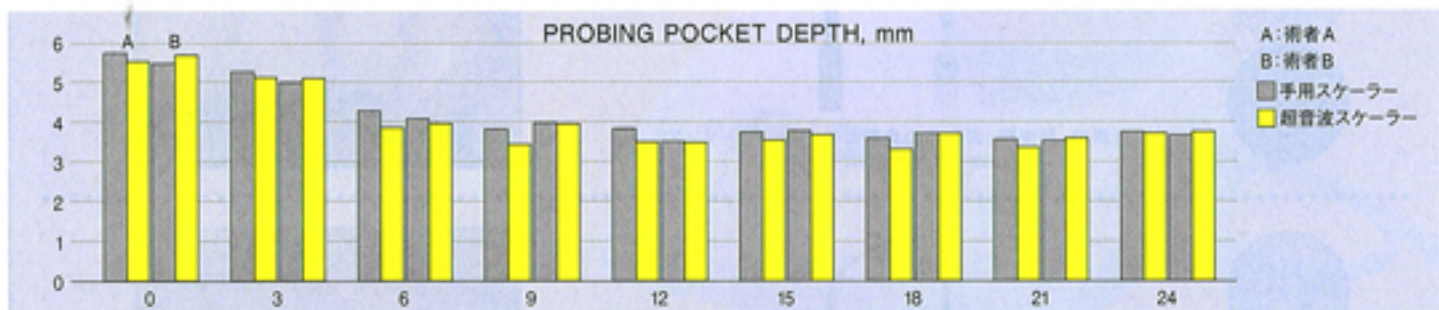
■手用スケーラーまたは超音波スケーラーのどちらを用いた場合でも、根面から歯石およびバイオフィルムが除去されることで、重度の歯周炎でも良好に治療することが示された。Badersten 1984
